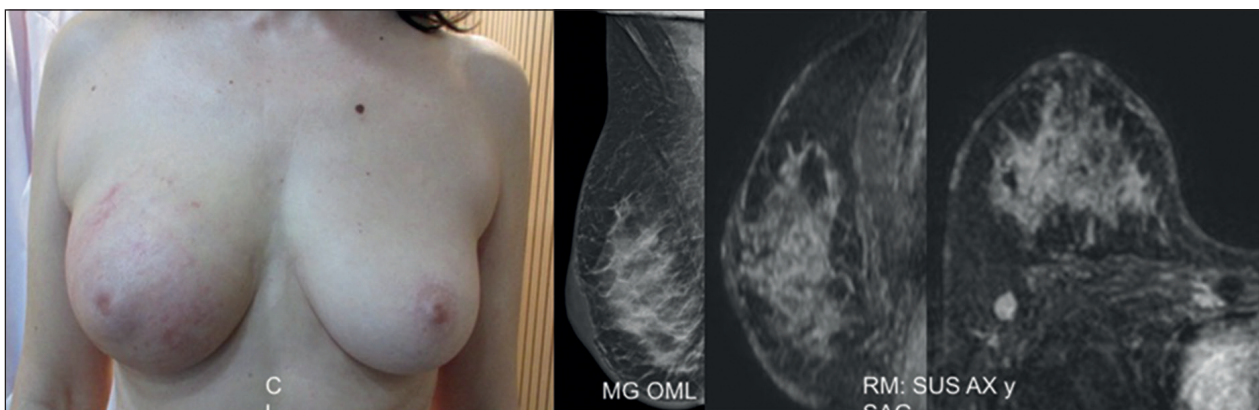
Carcinoma inflamatorio de mama. Se identifica un enrojecimiento generalizado de la mama derecha. En mamografía, un engrosamiento cutáneo y un aumento de la trama glandular. En resonancia magnética se aprecia un realce extenso generalizado difuso de la mama y de la piel.
